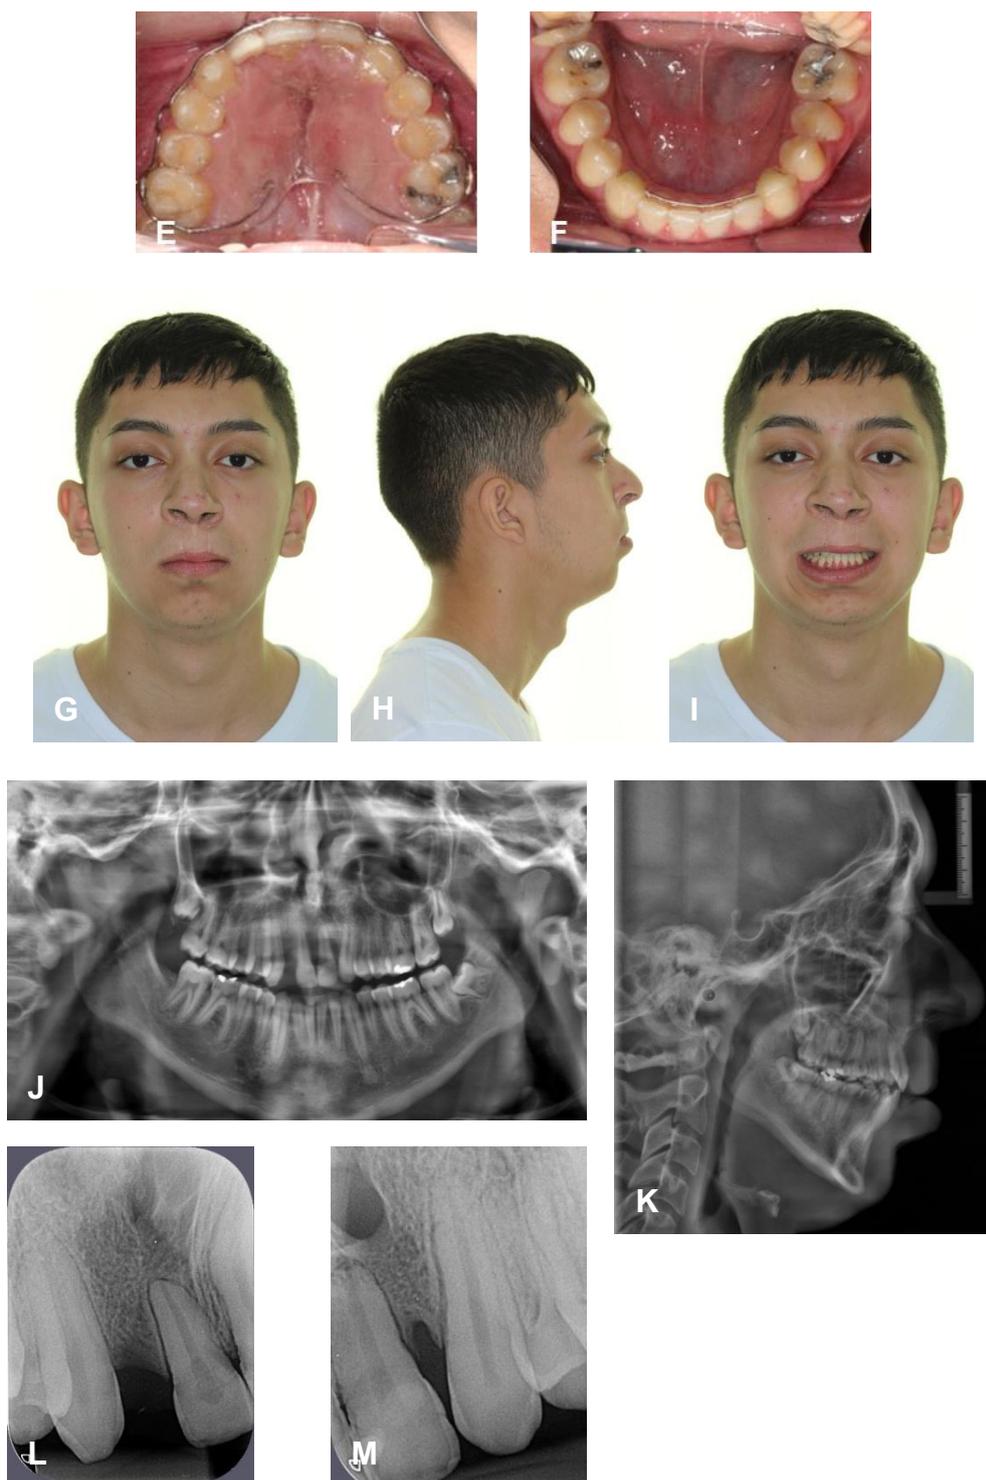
(A –M): Fotos intrabucais e extrabucais após remoção do aparelho fixo com as contenções e radiografias finais: Panorâmica, Telerradiografia e Periapical demonstrando o defeito ósseo apical.
